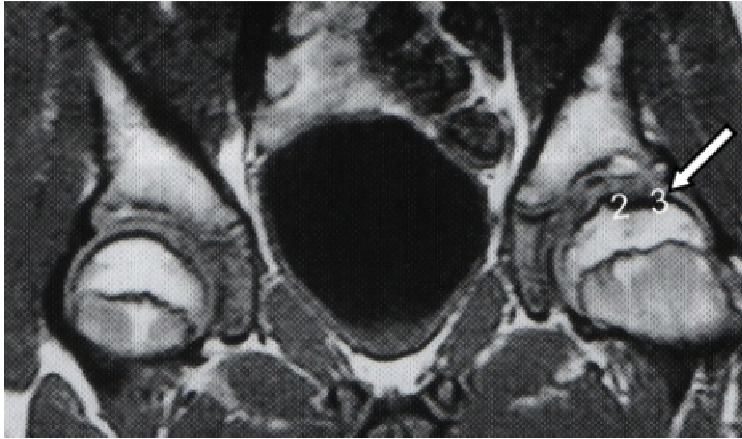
Bsp. MRT, M. Perthes links
